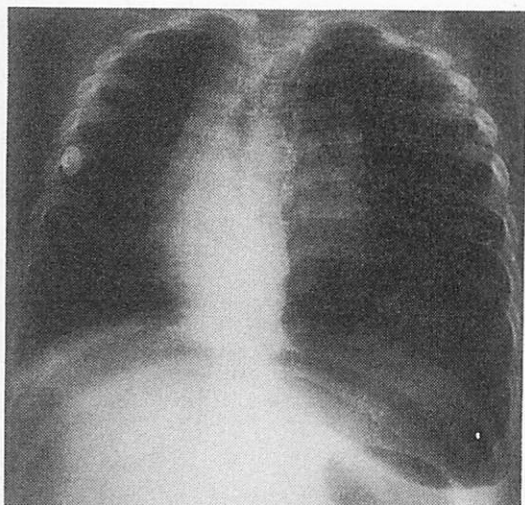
入院時の胸部X線写真。左気胸および心陰影と縦隔陰影の右方偏位を認める。
